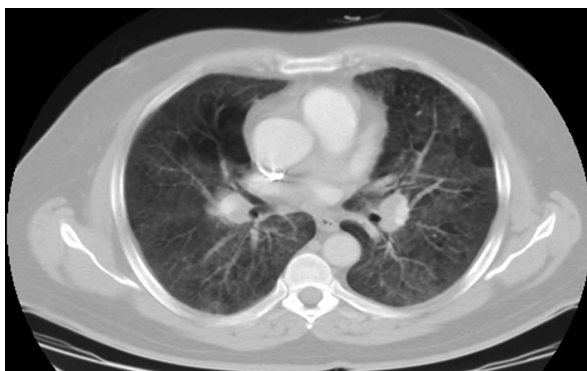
Tomografía computada de tórax con contraste. Aumento del intersticio peribronquial parahiliar bilateral con patrón de vidrio esmerilado en forma difusa en ambos campos pulmonares. Infiltrado reticular apical anterior bilateral de predominio izquierdo
